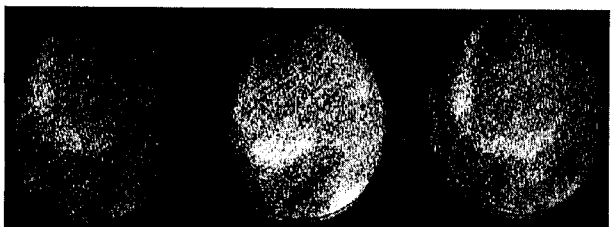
Сцинтиграммы больного острым передним инфарктом миокарда в передней (а) и левой боковой (б) проекциях, полученные через 1,5 ч после инъекции  $^{99\text{m}}\text{Tc}$ -пирофосфата. В области передней стенки левого желудочка имеет место локальное включение индикатора в миокард с интенсивностью 3+
